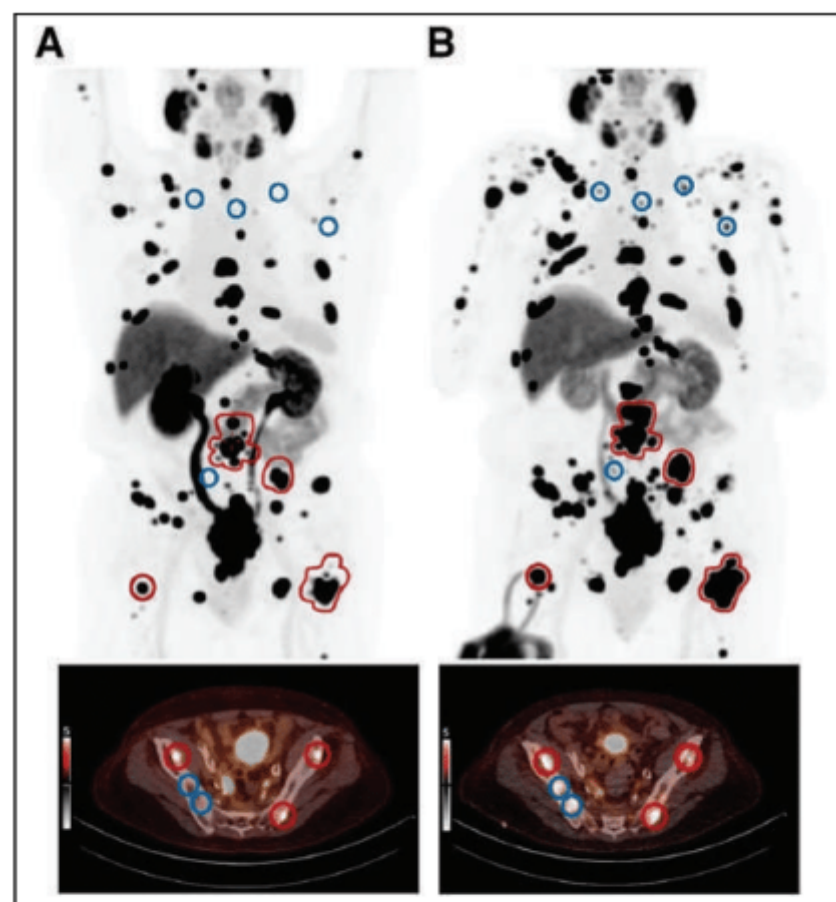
Axial plane PET/CT imaging analysis of PSMA PET scan of typical patient at baseline (A) and after 9–14 d of enzalutamide treatment (B). Red tumor lesions are identified as significant increase (flare phenomenon) compared with baseline, and blue tumor lesions are examples of new lesions compared with baseline.
